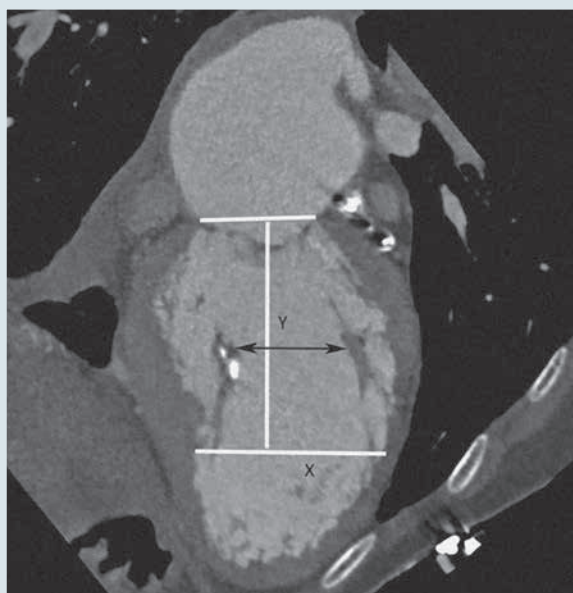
Застосування контраст-підсиленої, синхронізованої з ЕКГ комп'ютерної томографії серця наприкінці систоли лівого шлуночка (реконструйована фаза) для оптимізації визначення характеристик мітрального клапана.
